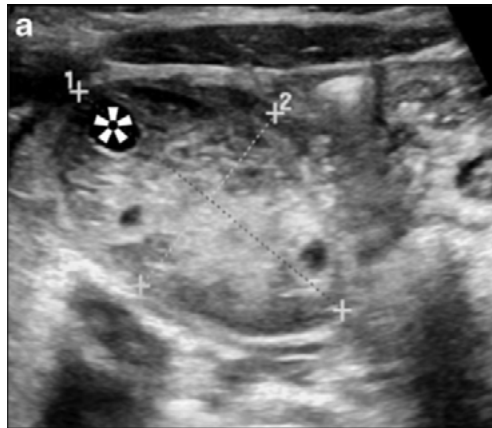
Ecografía que muestra la presencia de un ovario agrandado con foliculos en su periferia. Fuente: Gounder S., et al., *Radiography*, 2021;27(1):236-42. Reproducida bajo licencia de Elsevier.
